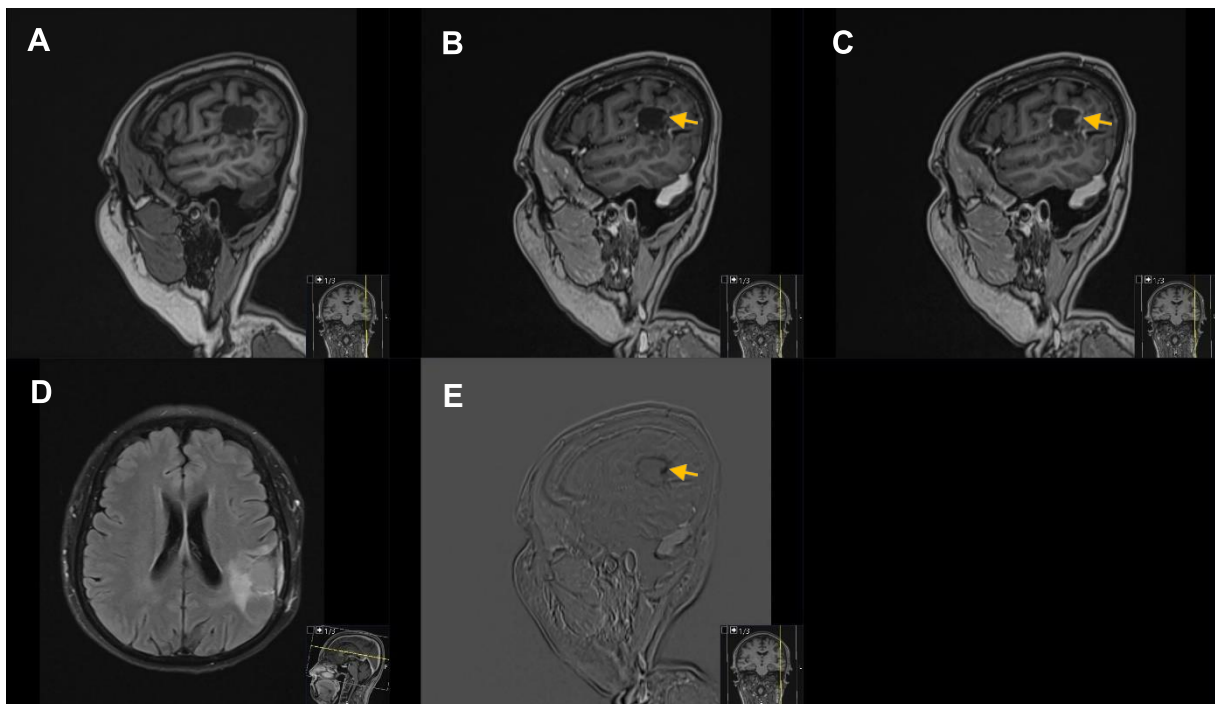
Beispiel für eine Läsion mit Pooling: gleicher Patient wie in Abb.10. (A) T1-MPRAGE nativ. (B) T1-MPRAGE 2 Minuten nach KM. (C) T1-MPRAGE 20 Minuten nach KM. (D) FLAIR-Aufnahme in transversaler Ausrichtung. (E) Subtraktionsbild 2 Minuten (B) minus 20 Minuten (C).
